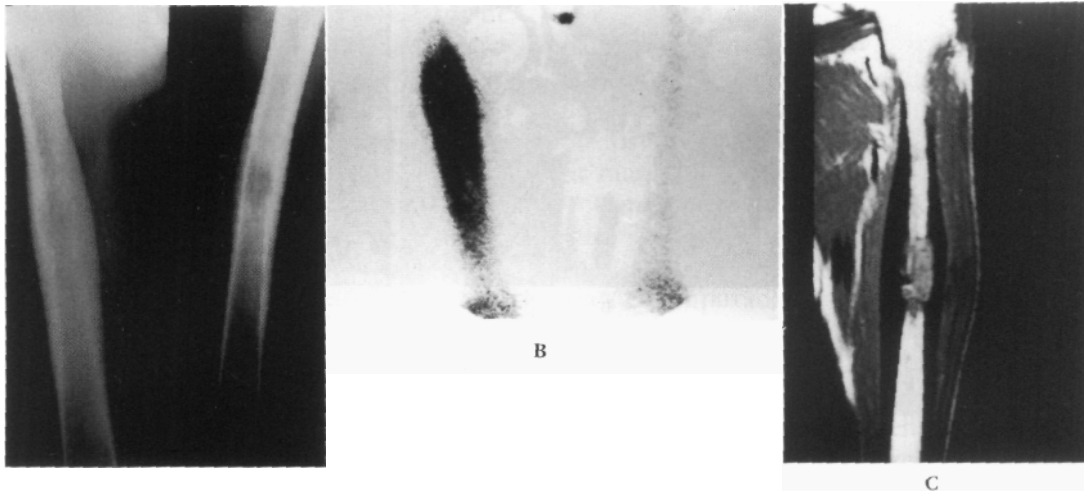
A) Radiografía frente y perfil de fémur que evidencia una lesión mediodiafisaria en un paciente portador de un carcinoma de pulmón. B) Centellograma óseo que marca la reacción ósea perilesional. C) Resonancia nuclear magnética que permite diferenciar la lesión metastásica intramedular de la reacción cortical.
